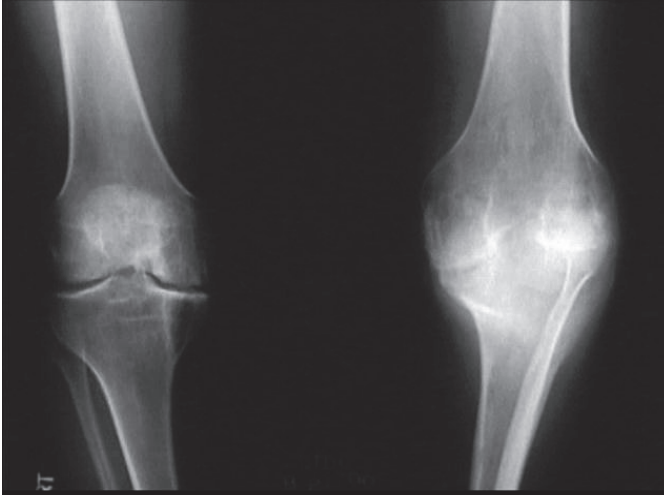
Sağ diz A) ön-arka, B) lateral grafisi. Diz çevresi kemiklerde osteoporoz ve epifizlerde büyüme dikkati çekiyor. Eklem aralığında ya da eklem yüzeylerinde bozulma mevcut değildir.
